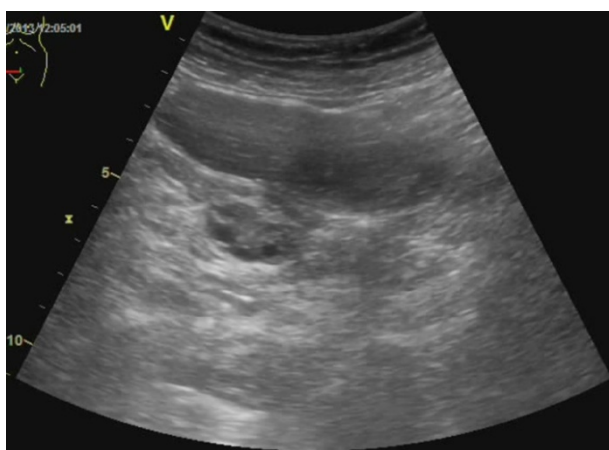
Imagine ecografică care pune în evidență o formațiune chistică cu conținut hipoecogen
